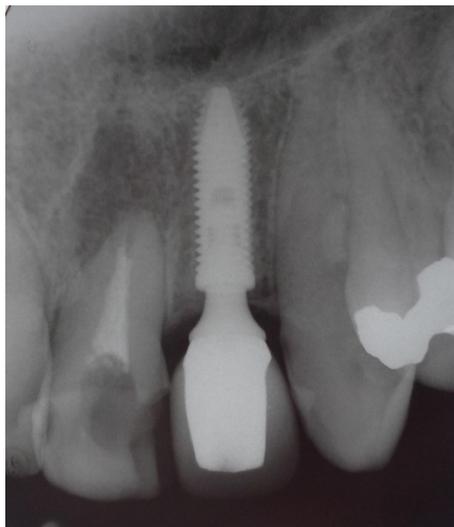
Radiografia periapical.
